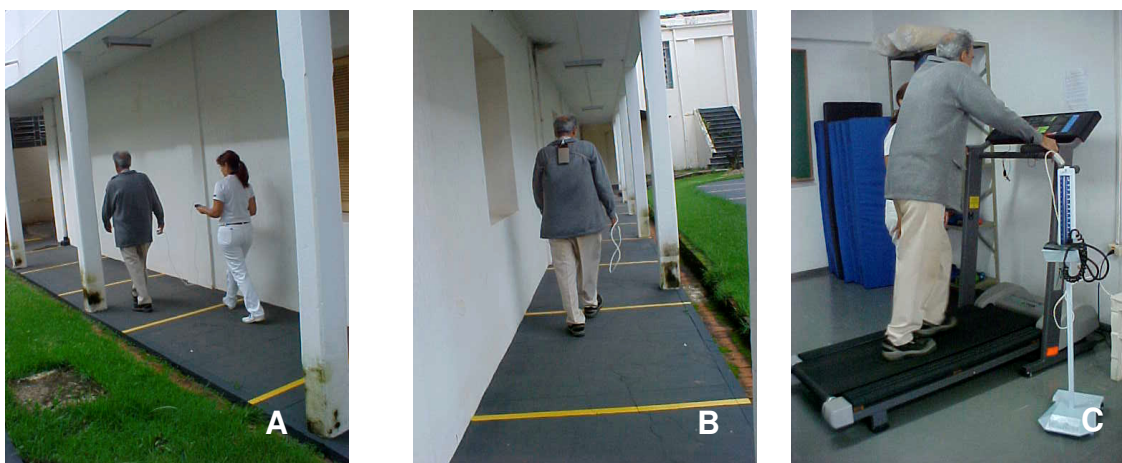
(A) Teste de caminhada com acompanhante (TC6C c/a) e (B) teste de caminhada sem acompanhante (TC6C s/a) e (C) teste de caminhada em esteira (TC6E)
